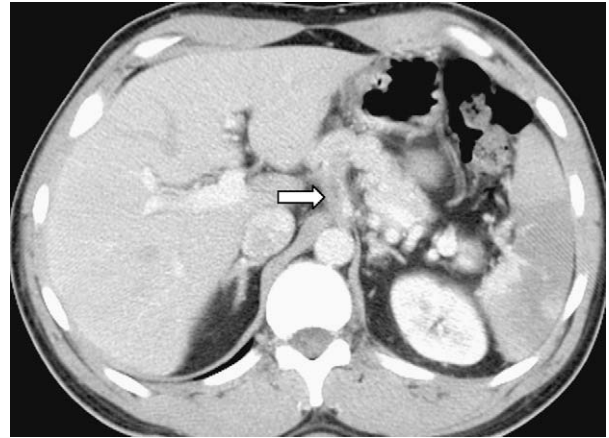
Paciente 1: TC abdominal con contraste IV que demuestra dissección aislada del tronco celíaco, dilatación aneurismática del origen celíaco con un trombo reciente (flecha) e infarto esplénico debido a embolización.
